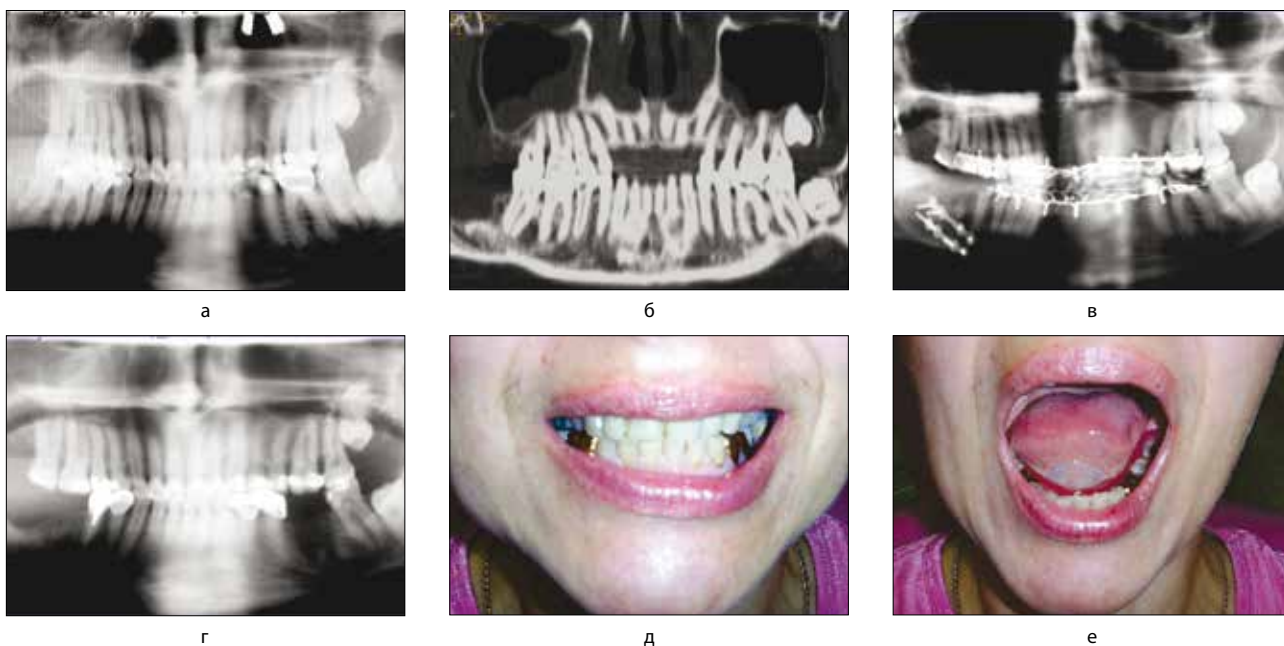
Клинический случай аденомы в области угла и ветви нижней челюсти справа у пациента с устранением первичного послеопухолевого дефекта с помощью отмоделированного двухблочного монокортикально-губчатого (расщепленного) трансплантата из гребня подвздошной кости и реплантацией суставной головки ВНЧС: а) предоперационная ортопантомограмма зоны опухоли; б) рентгенокомпьютерная томография с 3d реконструкцией зоны опухоли; в) отмоделированные два блока монокортикально-губчатого (расщепленного) трансплантата из гребня подвздошной кости зафиксированы между собой, к реплантированной суставной головке и к краю дефекта системой минипластин из титана с восстановлением непрерывности нижнечелюстной кости; г)–д) послеоперационные контрольные рентгенограммы зоны восстановленных отделов нижней челюсти с реплантированной суставной головкой ВНЧС; е) непосредственный результат операции после снятия на зубных шин: прикус у пациента – восстановлен
